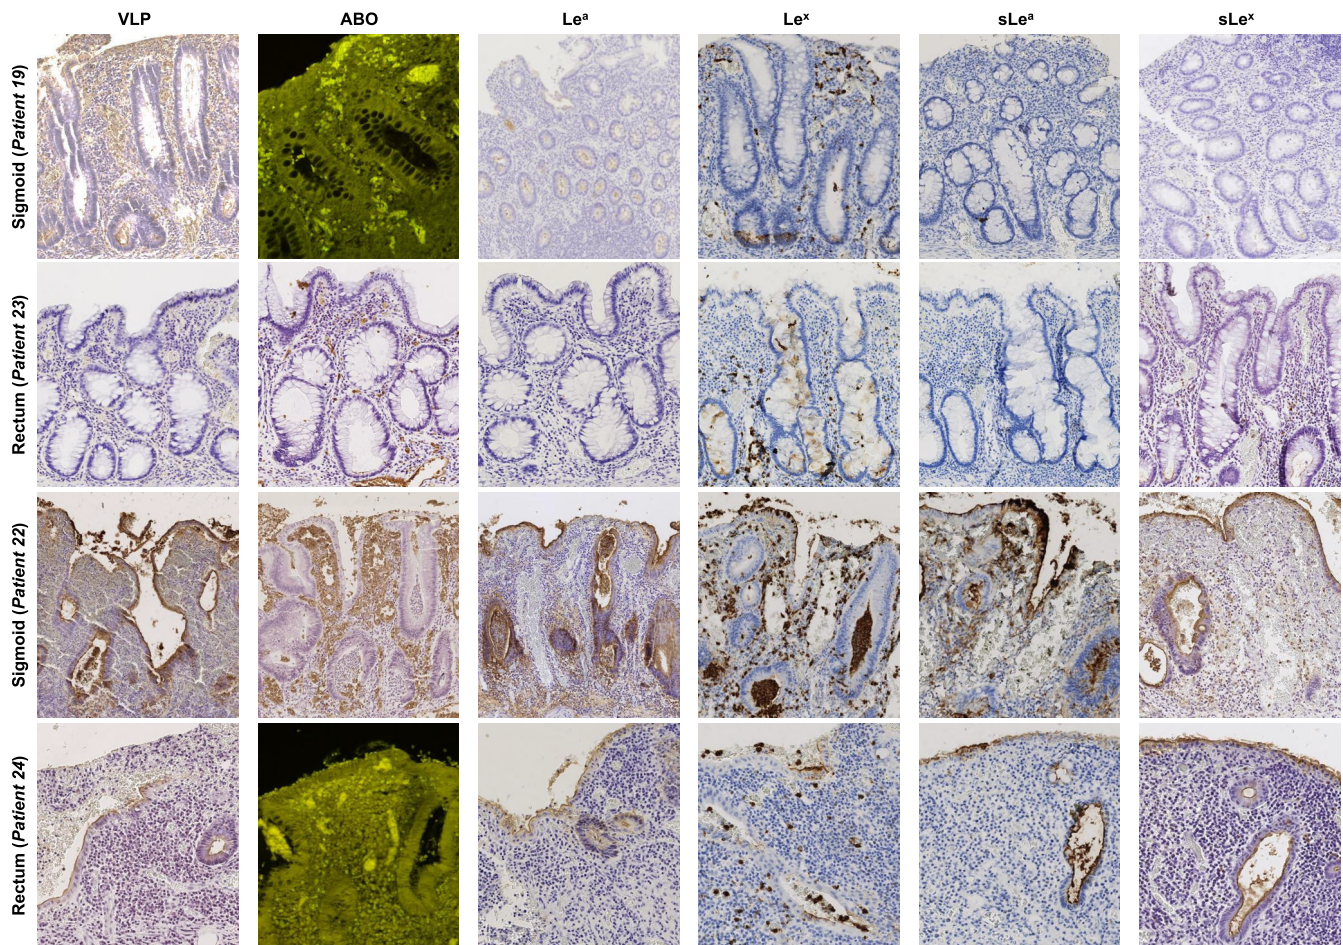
HBGA detection and HuNoV binding in UC colon (patient 19) and rectum (patient 23) with quiescent mucosa (QM), and sigmoid (patient 22) and rectum (patient 24) with severe inflammation and regenerative mucosa (RM). The detected antigen is indicated above the column panel. QM, RM, patient numbers, and tissue sample types are indicated at the left of each row.
